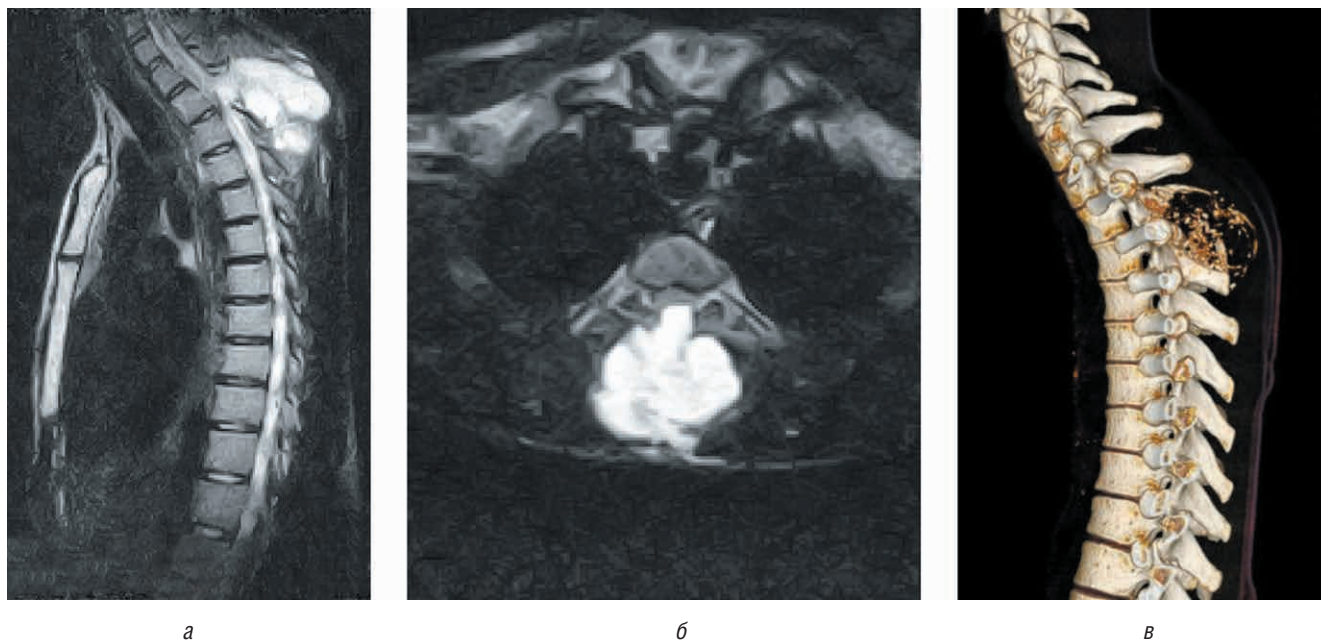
Данные лучевого обследования пациента до операции: а, б — МРТ; в — КТ грудного отдела позвоночника
